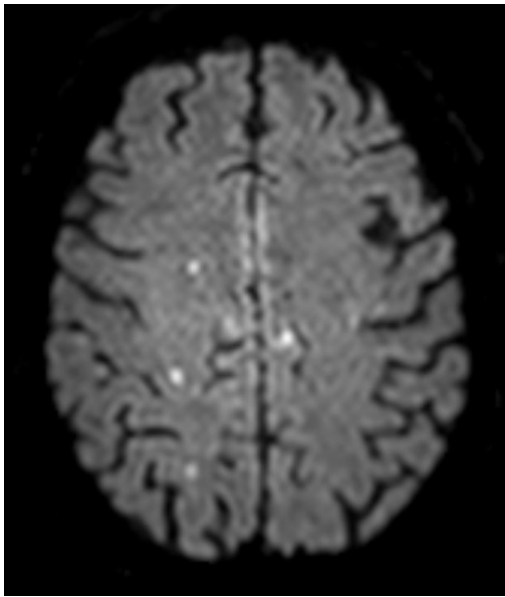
Patient mit vier punktförmigen DWI-Läsionen beidseits.
